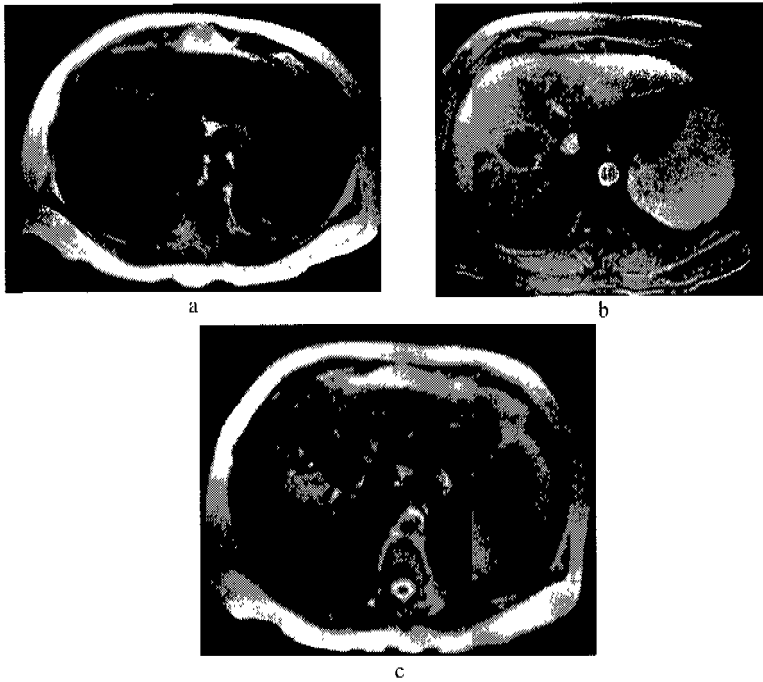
Carcinoma hepatocelular poco diferenciado infiltrante. IRM T1 simple (a), T1 gadolinio (b), T2 simple (c).
